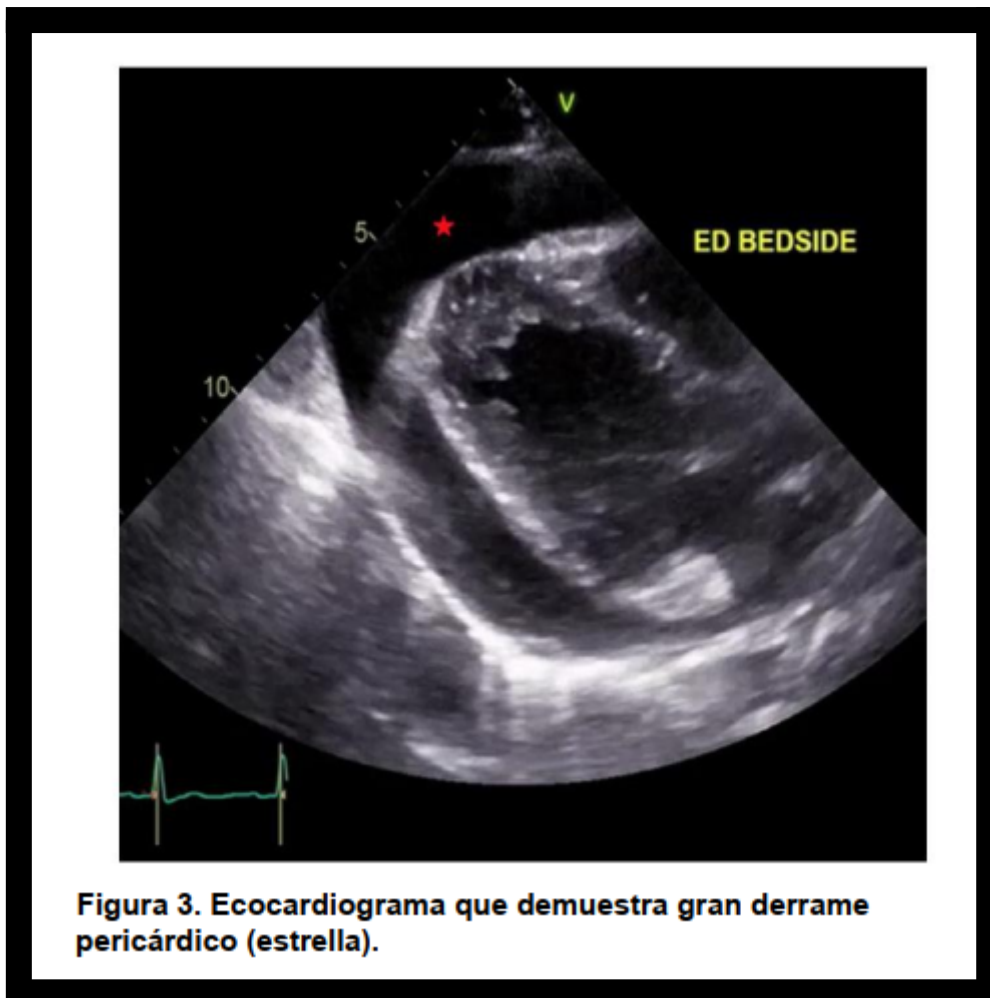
Ecocardiograma que demuestra gran derrame pericárdico (estrella).
